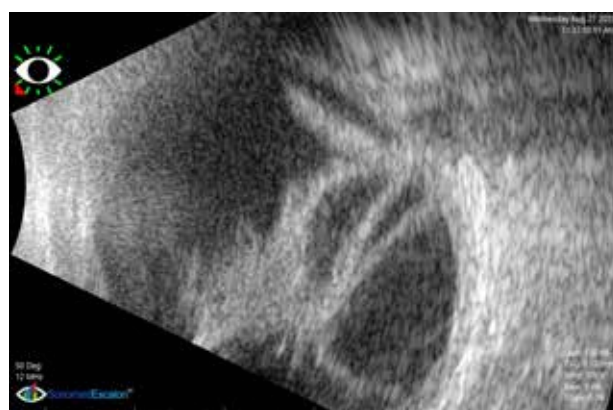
Corte transversal de ecografia modo B do olho esquerdo evidenciando tração vítreo-retiniana com descolamento de retina total associado a hemovítreo – cavidade vítrea preenchida por ecos vítreos de elevada densidade e refletividade irregular, compatíveis com hemovítreo organizado. Membranas espessas com adesão no disco óptico, com configuração em “V” ou “funil”, compatível com descolamento de retina total (imagem gentilmente cedida pela Dra. Elisa Camisa, ULS São João).
